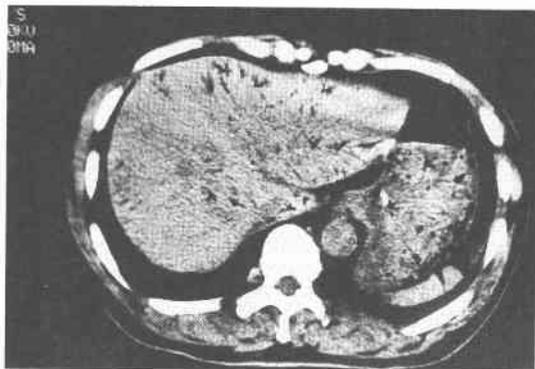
Computed tomography of the upper abdomen shows dilated peripheral distribution of air in the hepatic portal vein.
